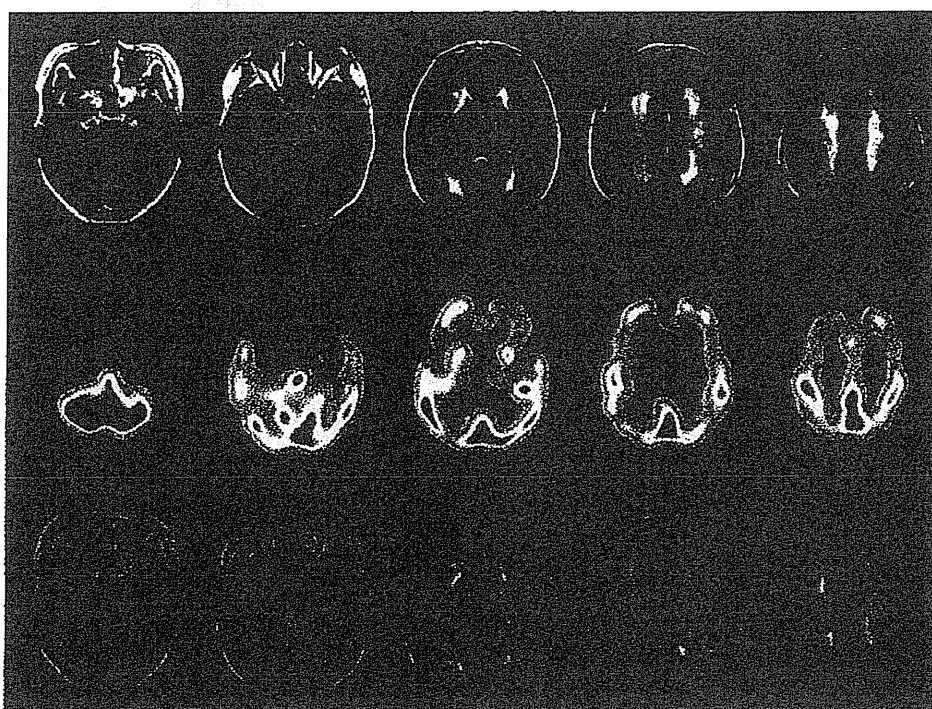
症例2の画像所見 (FLAIR, IMP-SPECT, 両者の合成)
